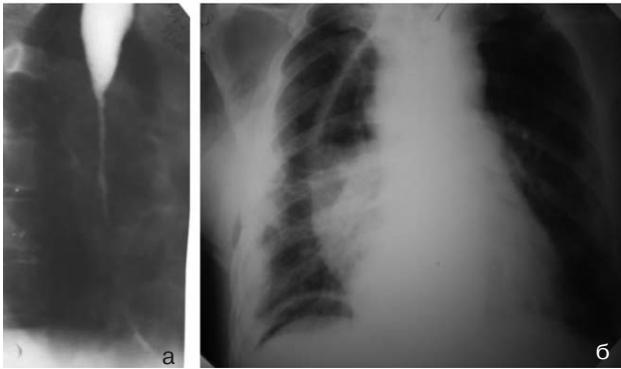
Рентгенограммы больного М., 68 лет: а – рентгенограмма пищевода с декомпенсированной степенью непроходимости послеожоговой стриктуры до операции; б — обзорная рентгенограмма грудной клетки после эзофагогастропластики (4-е сутки после операции).
